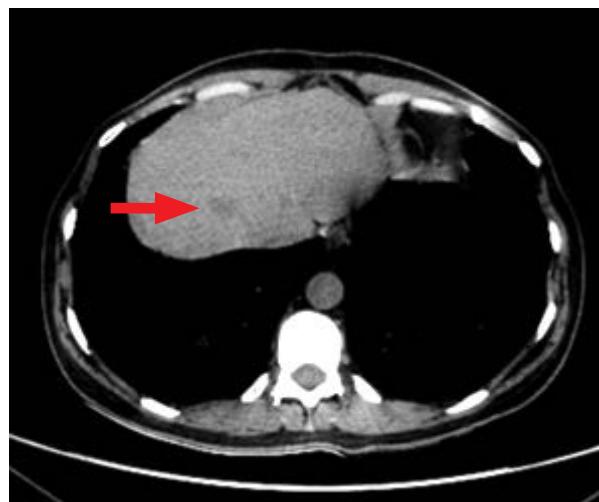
МРТ органов брюшной полости через 7 месяцев терапии 2 линии (07.2013 г.): уменьшение метастаза в S8 правой доле печени до 2,0 см в диаметре
